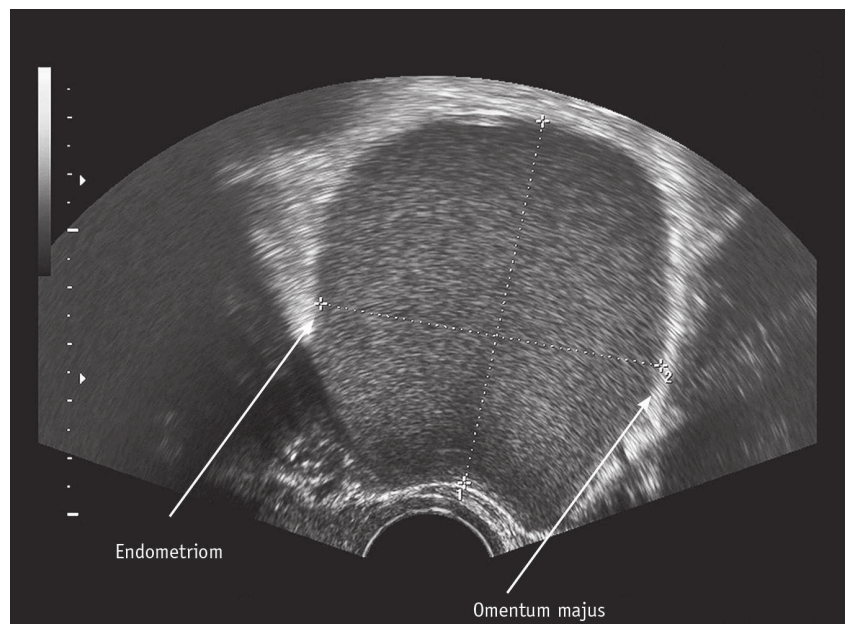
Sonografisches Bild einer Endometriose-Zyste
